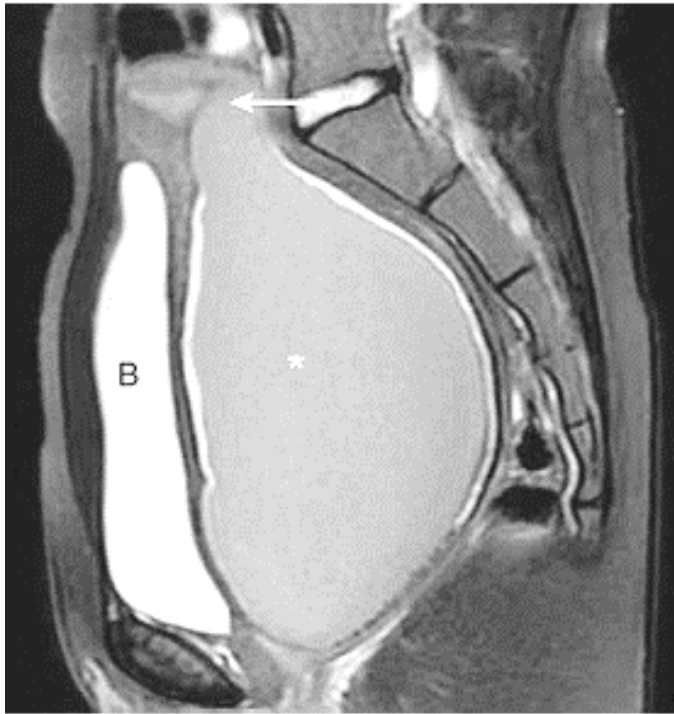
Sagittal MRI of pelvis showing large-volume hematocolpos (asterisk). B, bladder; arrow, hematometra.
